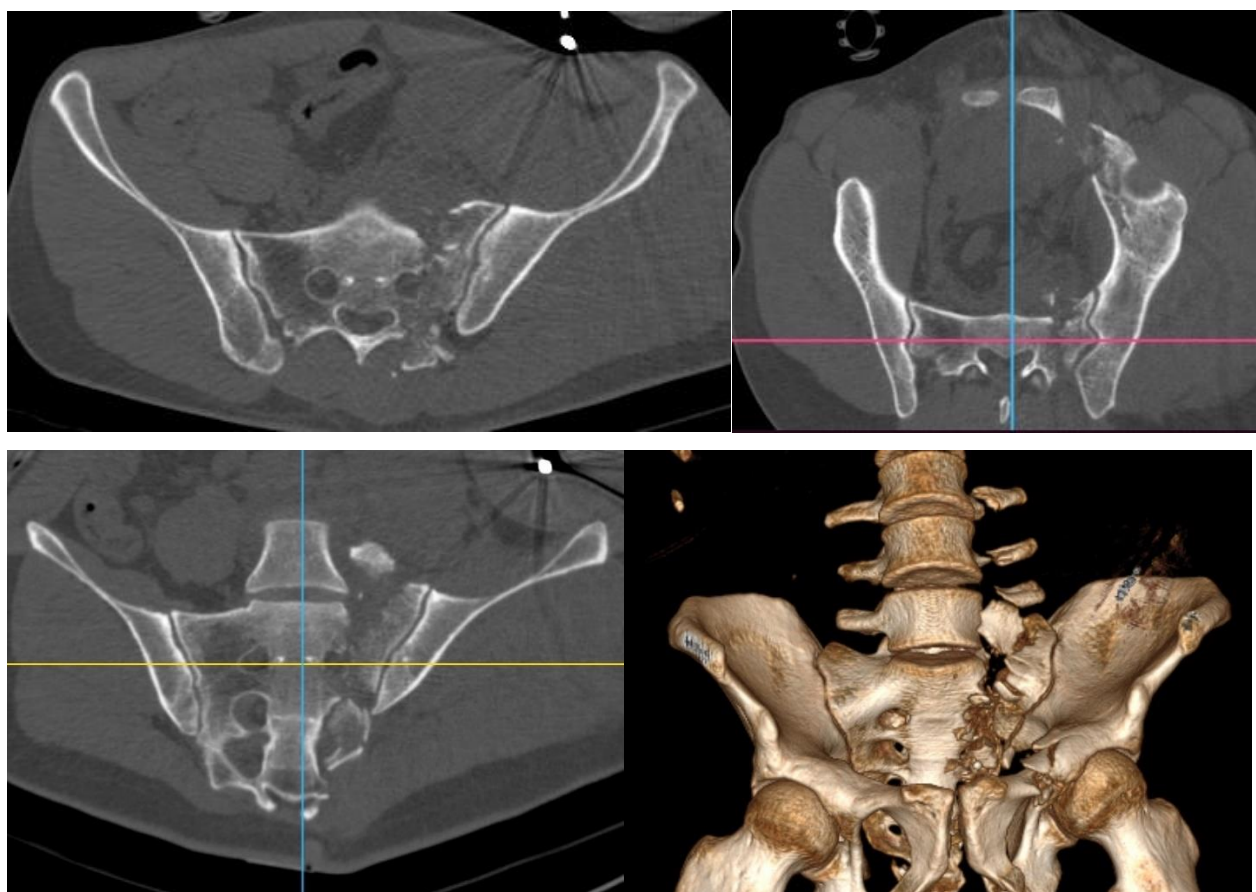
Рентгенотомограммы пояснично-тазового отдела пострадавшего Г. 34 лет при поступлении в клинику.
